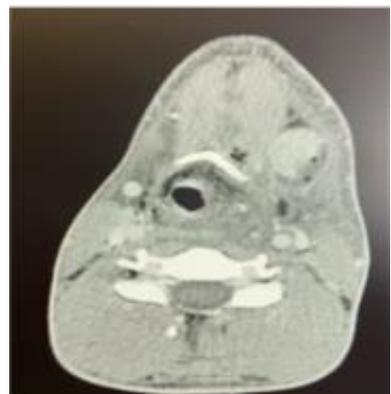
Presença de gases à tomografia.
